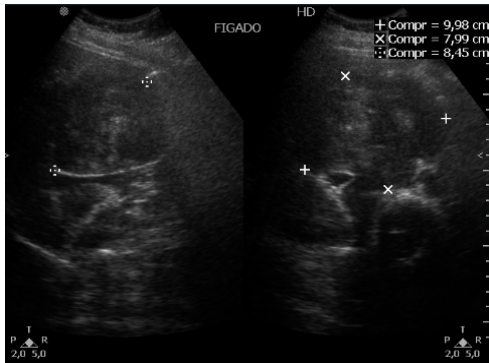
Ultrassonografia do abdome com imagem ovalada, levemente heterogênea.
